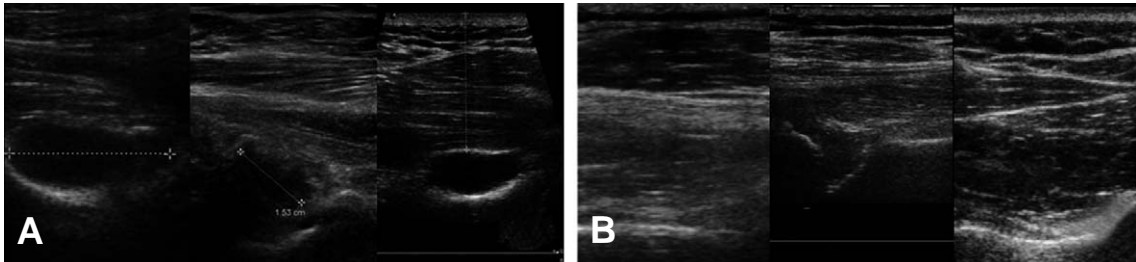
(A) The immediate postoperative ultrasonographies reveal the residual cysts with reduced size. (B) The residual ganglion cysts had been completely absorbed spontaneously demonstrated by the follow-up ultrasonography at 3 months after surgery.
